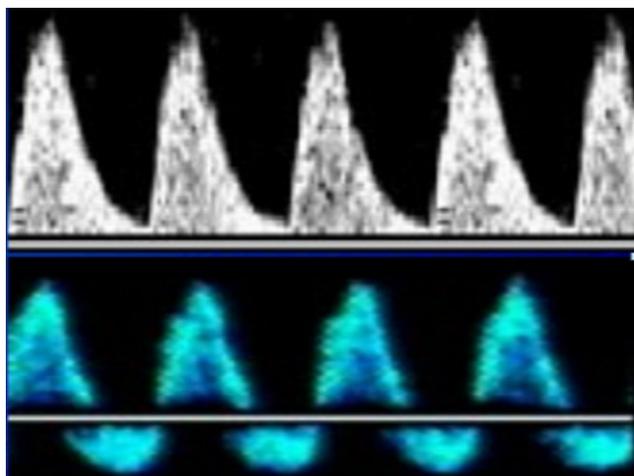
Imagen de la AU con cambios en la redistribución. Tomado de Huespe Miguel. Doppler Fetal. Hospital Santojanni. Buenos Aires Argentina. 10/04/2013
